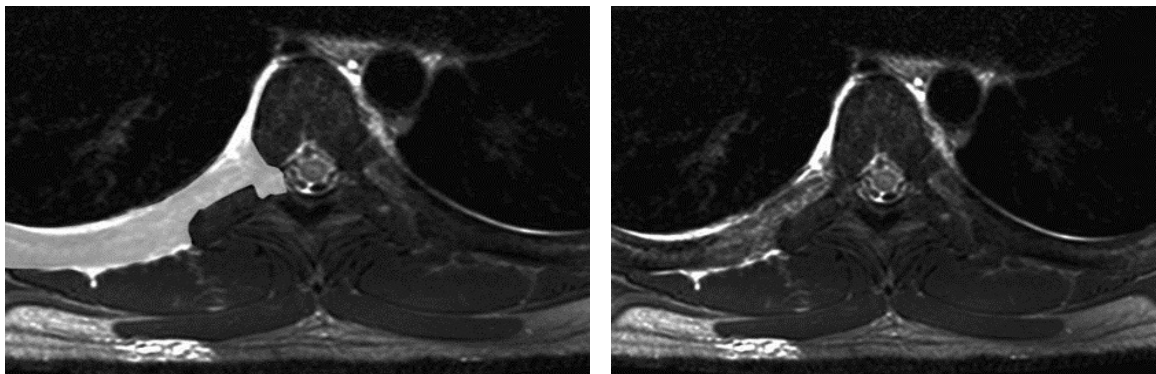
Visualizzazione in RMN dello spazio paravertebrale e del farmaco iniettato (12.).
